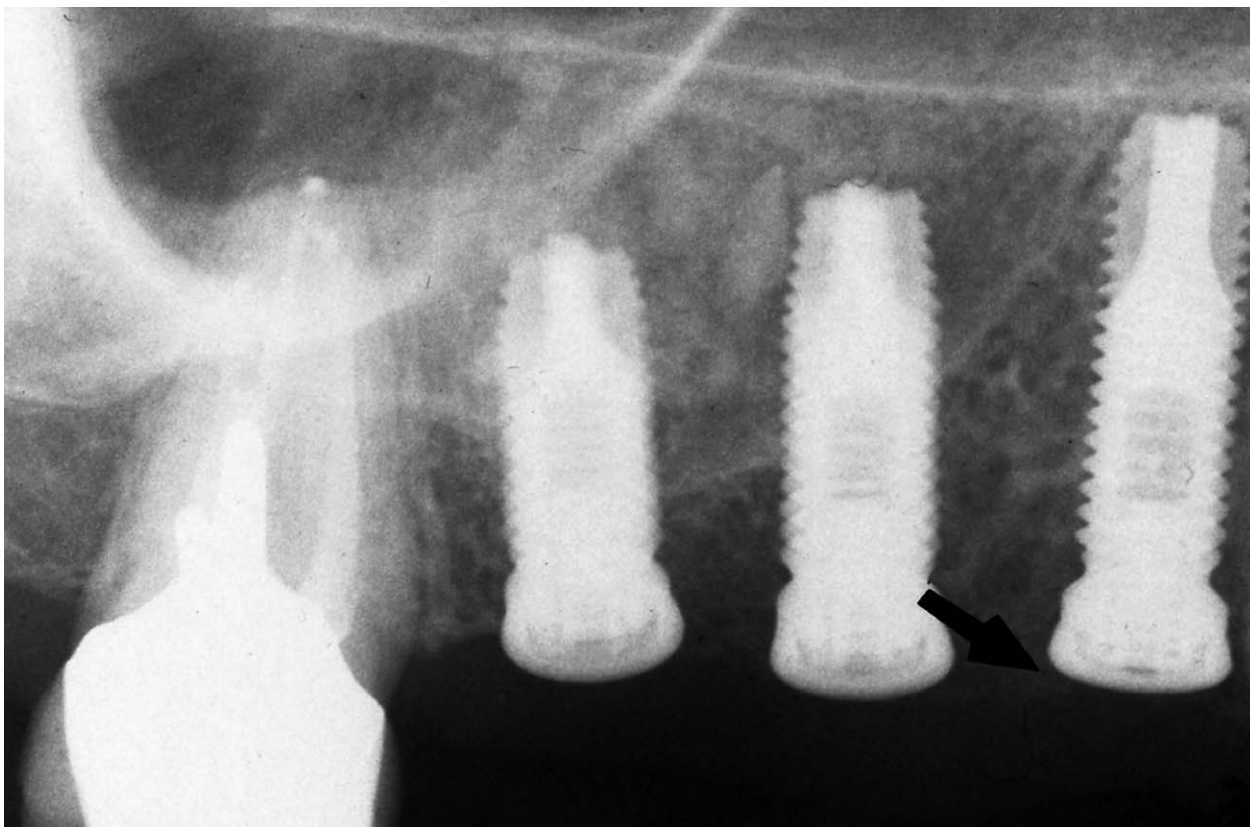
Contrôle radiographique pendant la période de cicatrisation osseuse.
